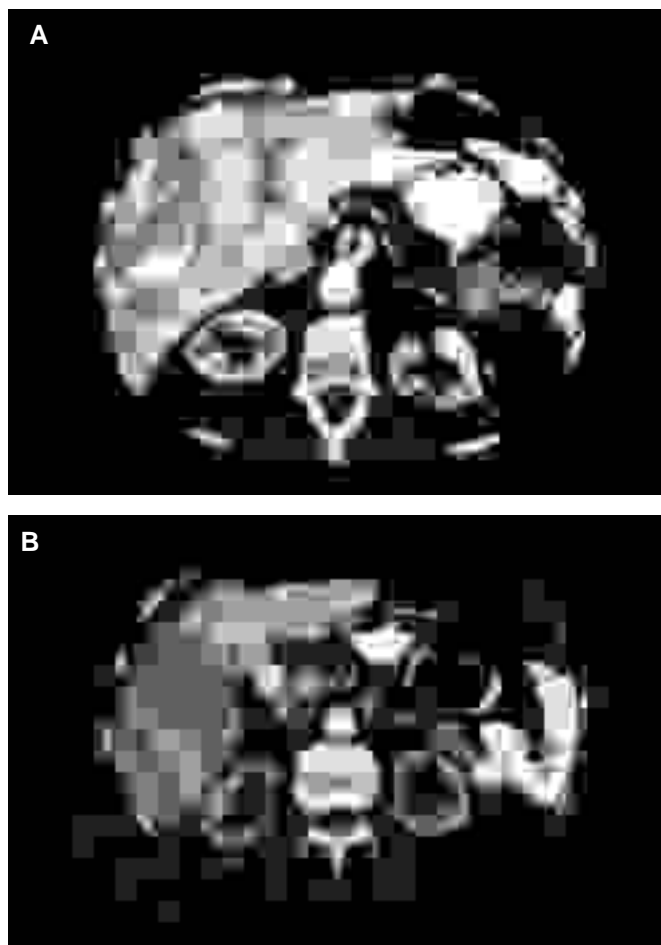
TC abdominal con contraste en el que se observa a nivel de cabeza de páncreas una imagen que capta contraste compatible con una tumoración (B). En el hígado se observan múltiples metástasis (A).
